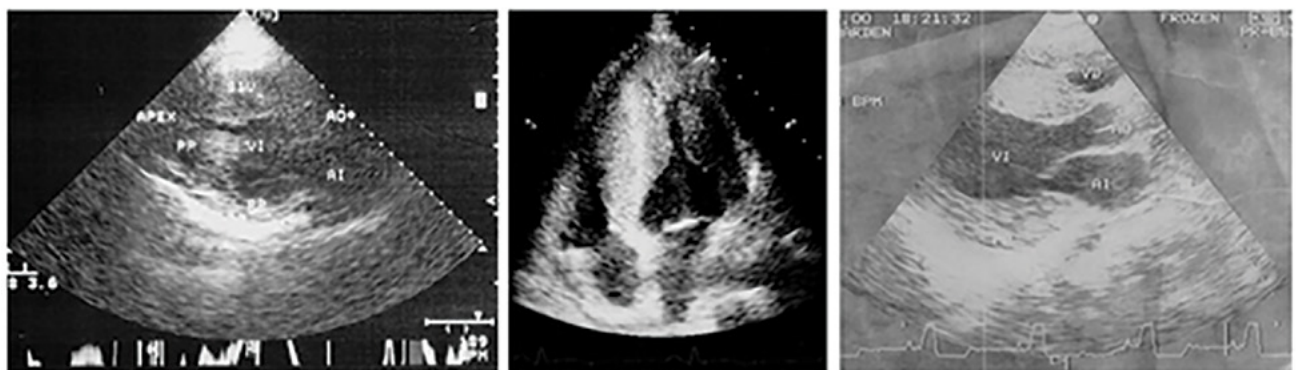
Imagen 2D. Ejes largo paraesternal y apical 4 cámaras: Hipertrofia apical con imagen en pala. A la izquierda Hipertrofia global.
